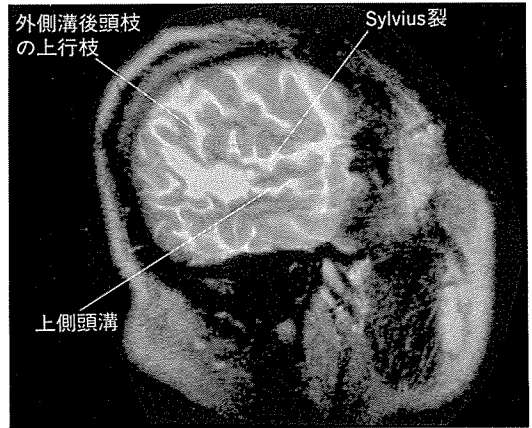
MRI (1993年10月27日撮像) T₂強調画像 (Tr 3300 ms, Te 93 ms) 矢状断
